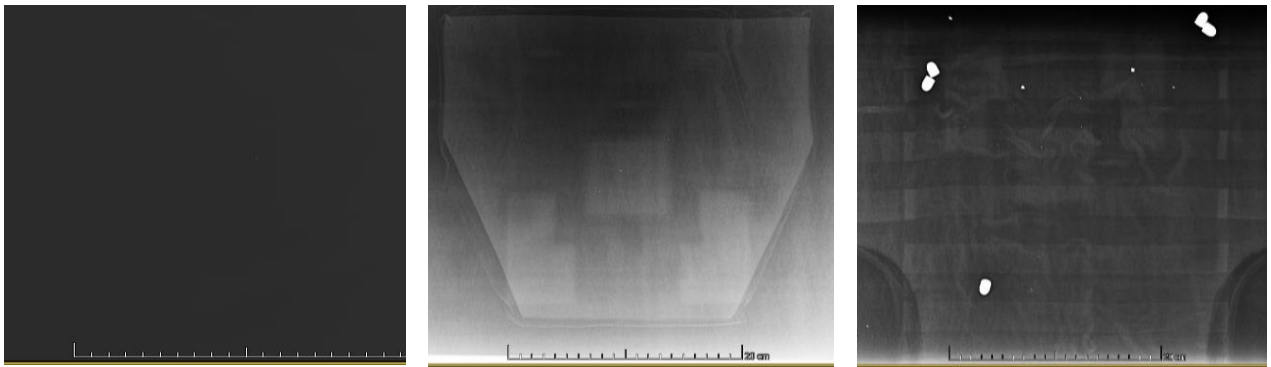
Рентгенограми бронежилетів 4 класу для захисту внутрішніх органів
